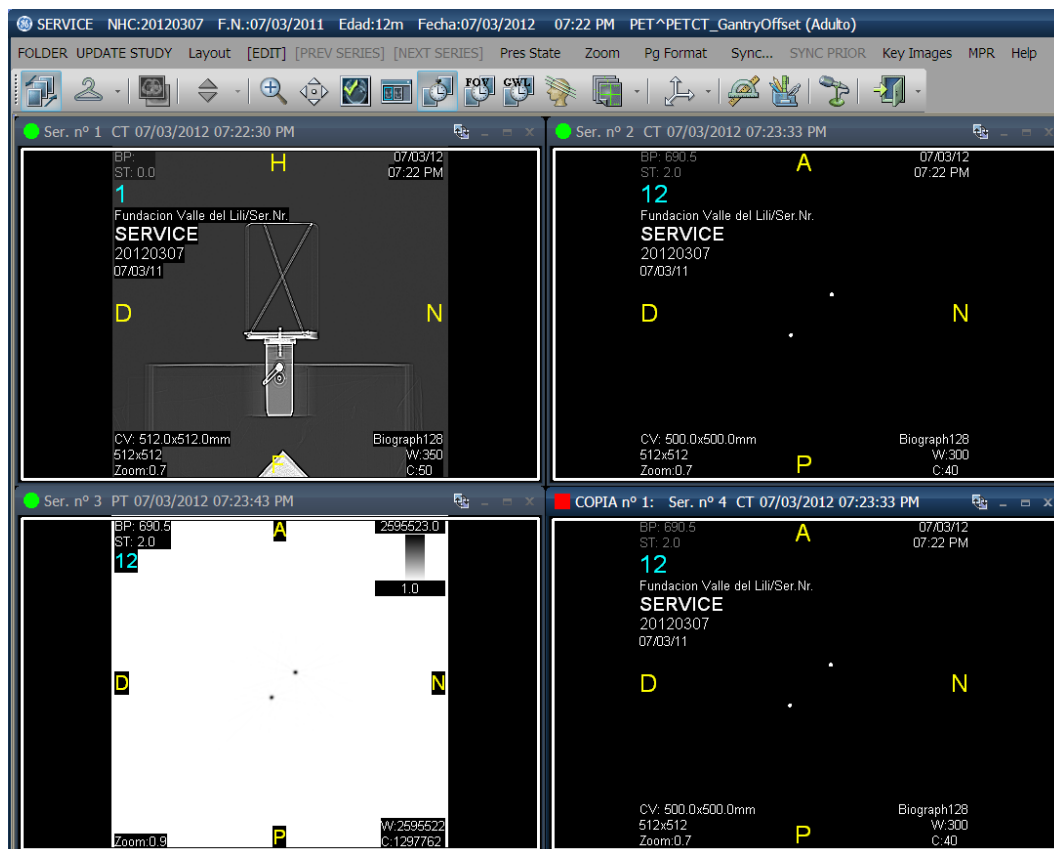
Adquisición de imágenes para el arreglo de fuentes en barra de Ge-68. Superior izquierda, topograma del arreglo, inferior izquierda, adquisición en PET. A la derecha (superior e inferior), las dos imágenes son adquisiciones en modo CT. La imagen ha sido tomada del estudio realizado en el Biograph mCT de la FVL.
